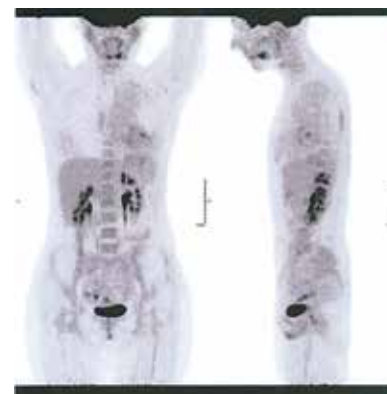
Результаты ПЭТ/КТ от марта 2016 г.
